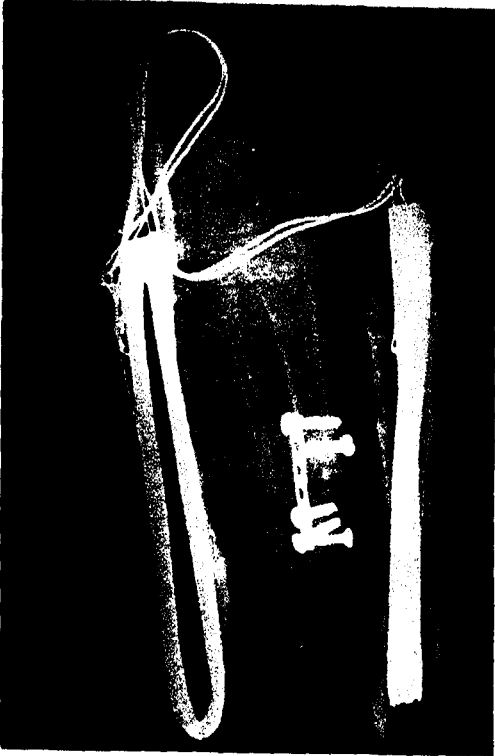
C : Olgunun darbeli elektromagnetik alan tedavisi sırasındaki grafisi.
